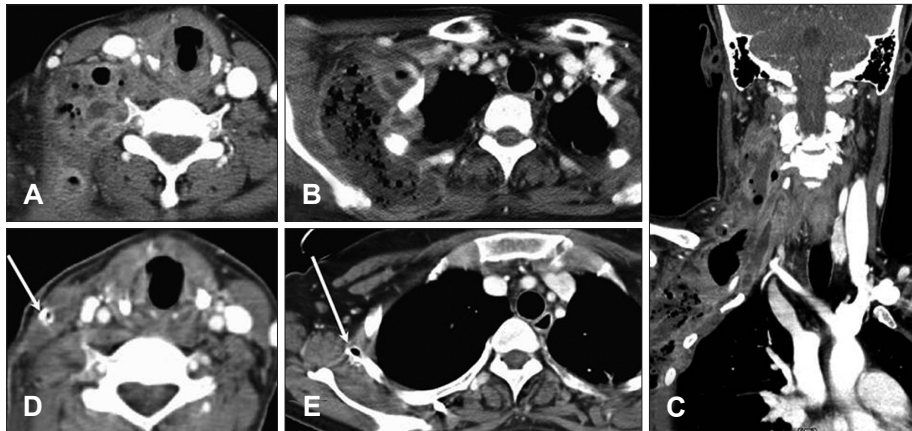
Computed tomographic (CT) findings at admission (A, B, C) and at 24 days after surgical debridement (D, E). Multiple huge abscess with air bubbles are noted on right posterolateral space of neck (A), right lateral chest wall (B) and its communication from oropharyngeal level to lateral chest wall (C). Follow up CT scan shows that most of abscess are disappeared through appropriately positioned drain (D and E, arrow).
